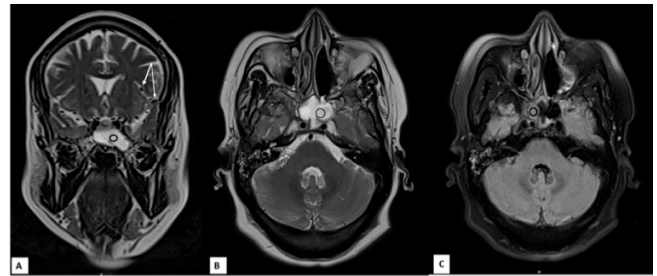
IRM cérébrale et du massif facial en séquence T2: (A) coupe frontale (B) coupe axiale (C) T2 flair: Bulles d'air dans l'espace sous arachnoïdien (flèche) et comblement du sinus sphénoïdal avec déminéralisation de la paroi inféro- latérale du sinus sphénoïdal (cercle)
